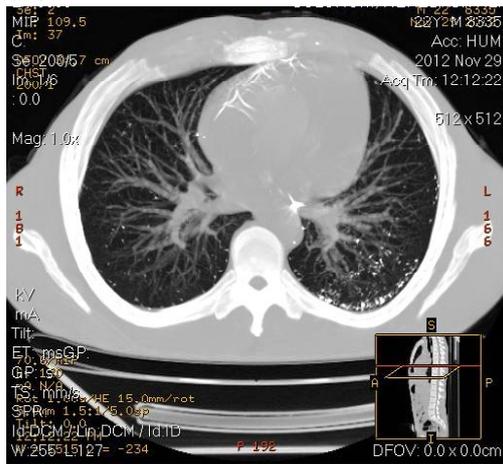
CT, axial plane, lung window. MIP reconstruction. Multiple round-shape small-sized high (metal) density nodular opacities can be seen in pulmonary parenchyma bilaterally
